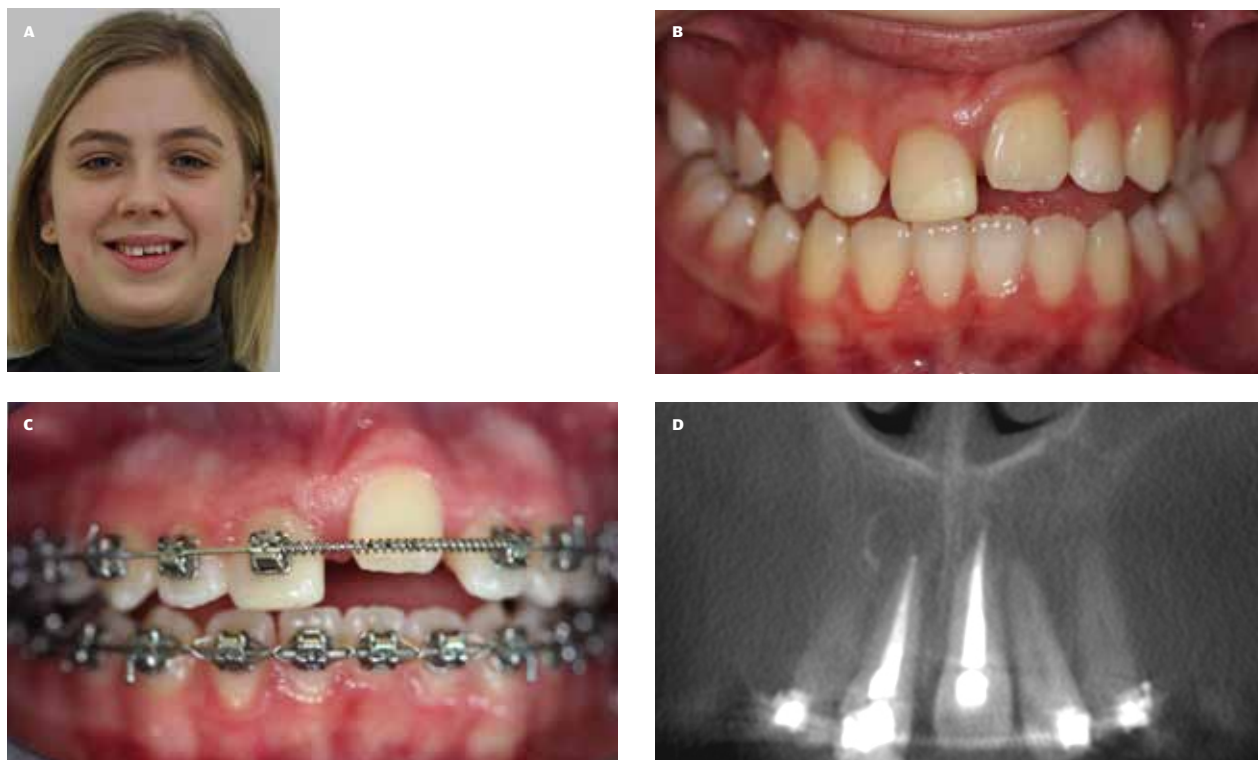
En 13-årig pige før segmentosteotomi af ankyloseret +1 i udtalt infraposition. A. Klinisk ansigtsfoto, før indledende ortodontisk behandling, viser kompromitteret æstetik ved smil. B. Udtalt infraposition af +1 på 4 mm. C. Fortsat udtalt infraposition af +1 efter indledende ortodontisk nivellering. D. Præoperativ CBCT udsnit viser acceptabel afstand til nabotænderne.
